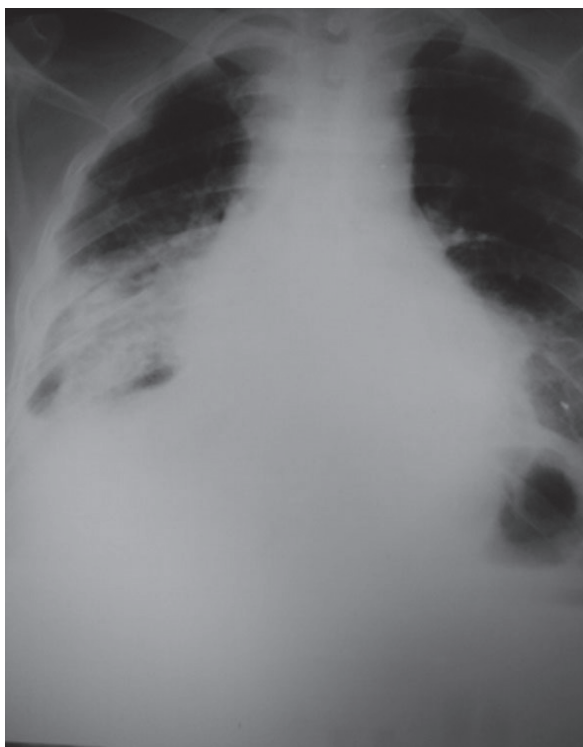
Radiografía de tórax posteroanterior, en la cual se observa el ensanchamiento del mediastino.
